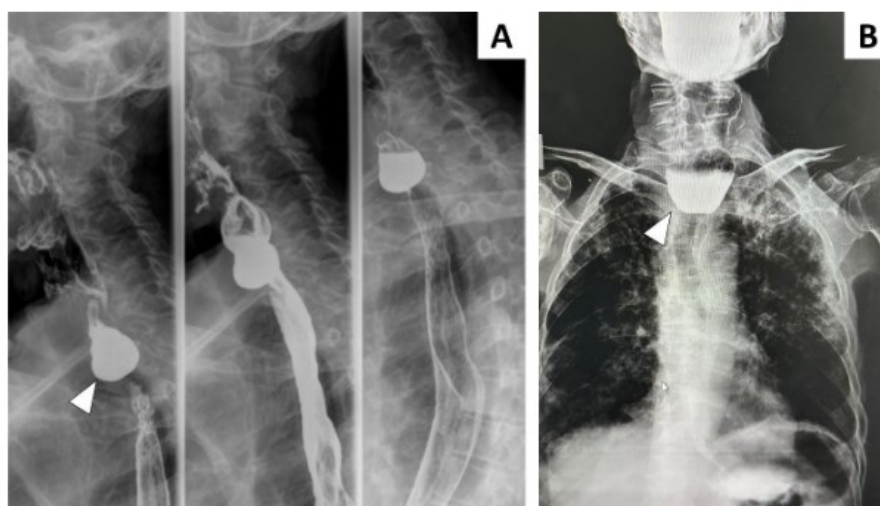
Radiografía con tránsito esofágico baritado. (A) Proyección lateral muestra un DZ (cabeza de flecha blanca) posterior al esófago cervical condicionando la retención de contraste en proyección lateral. (B) Proyección anteroposterior con dilatación sacular posterior al esófago con persistencia del medio de contraste (cabeza de flecha blanca). Con los hallazgos descritos se optó por realizar una diverticulectomía endoscópica asistida con cap (Cap-Assisted Endoscopy Septomy)scopy
